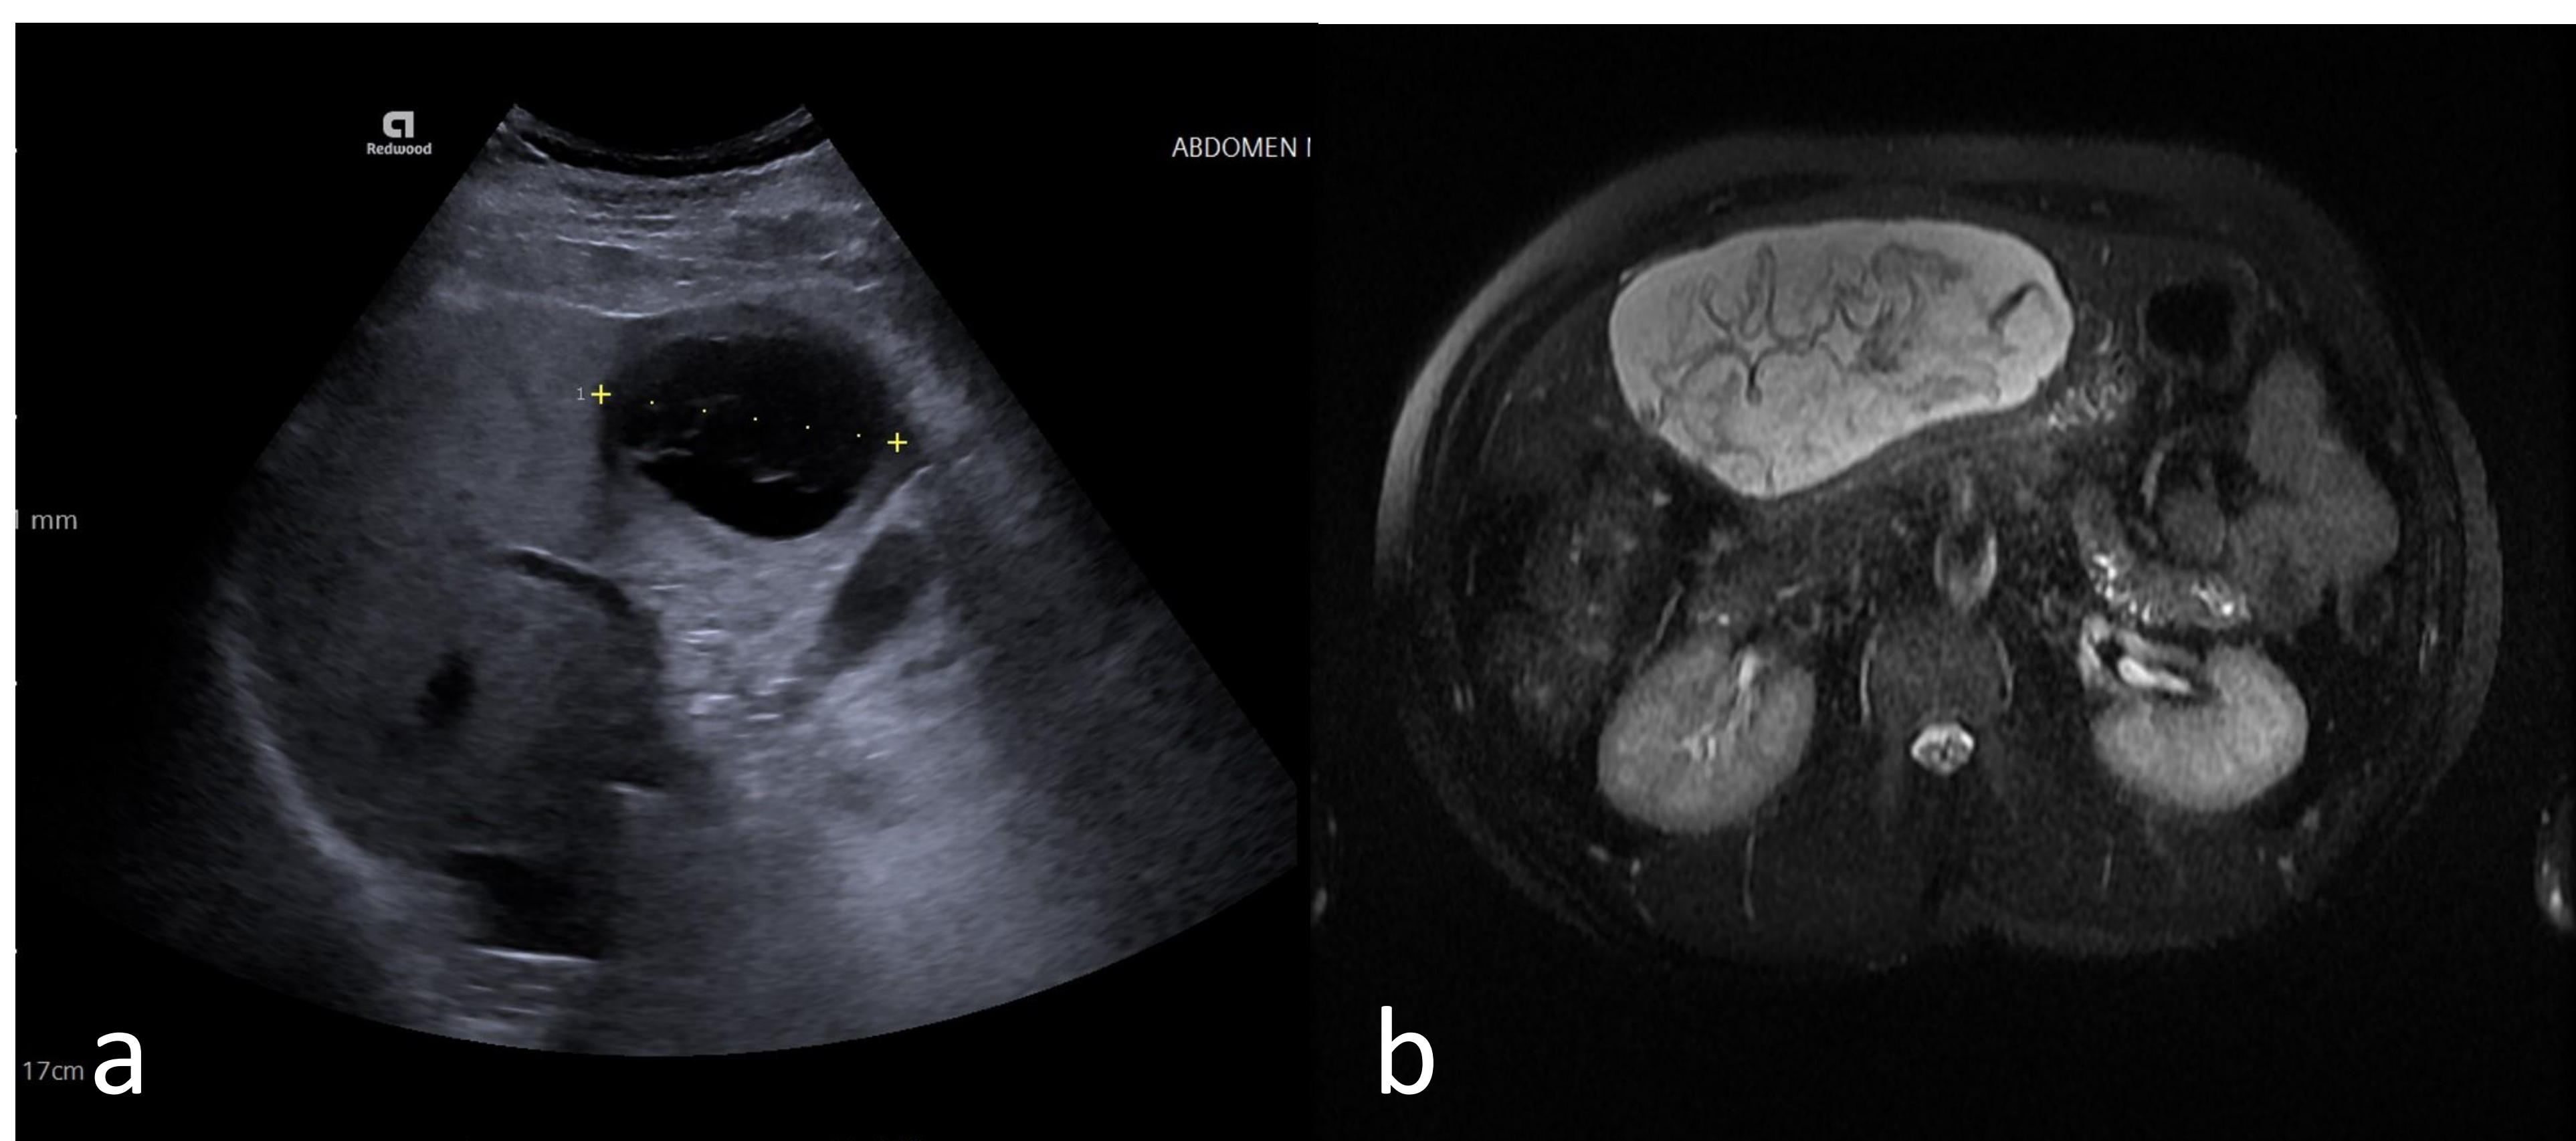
Quiste CE3a. a) Ecografía de abdomen donde se visualiza lesión quística con membranas desprendidas. b) RM abdominal de otro paciente, donde se visualiza lesión quística con halo hipointenso e imágenes serpiginosas en su interior (signo de la serpiente).
